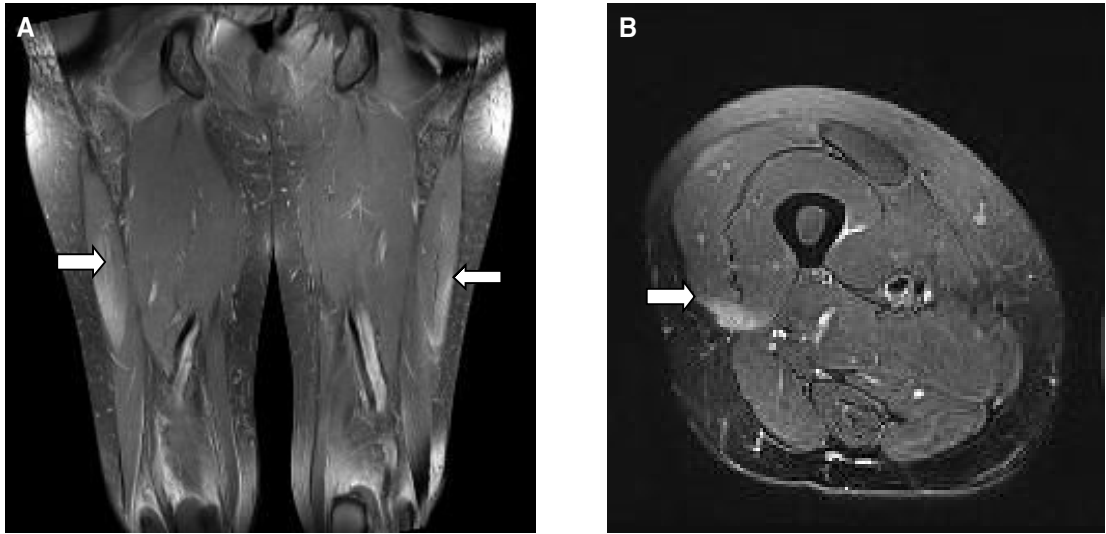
(A) Coronal fat saturation proton density weighted MR images show that both vastus lateralis and vastus intermedius muscles have high signal intensity and both semitendinosus, sartorius and gracilis muscles fascia have high signal intensity. (B) Axial fat saturation proton density weighted MR image shows that right vastus lateralis muscle has high signal intensity.
